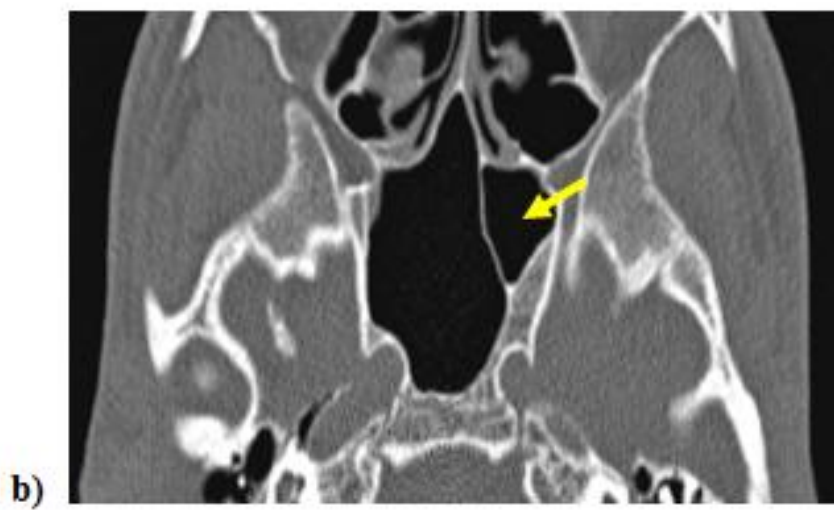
TDM coupe axiale montrant un septum inter-sphénoïdal unique vertical (a), (flèche rouge), latéralisé (b) (flèche jaune). [18]
